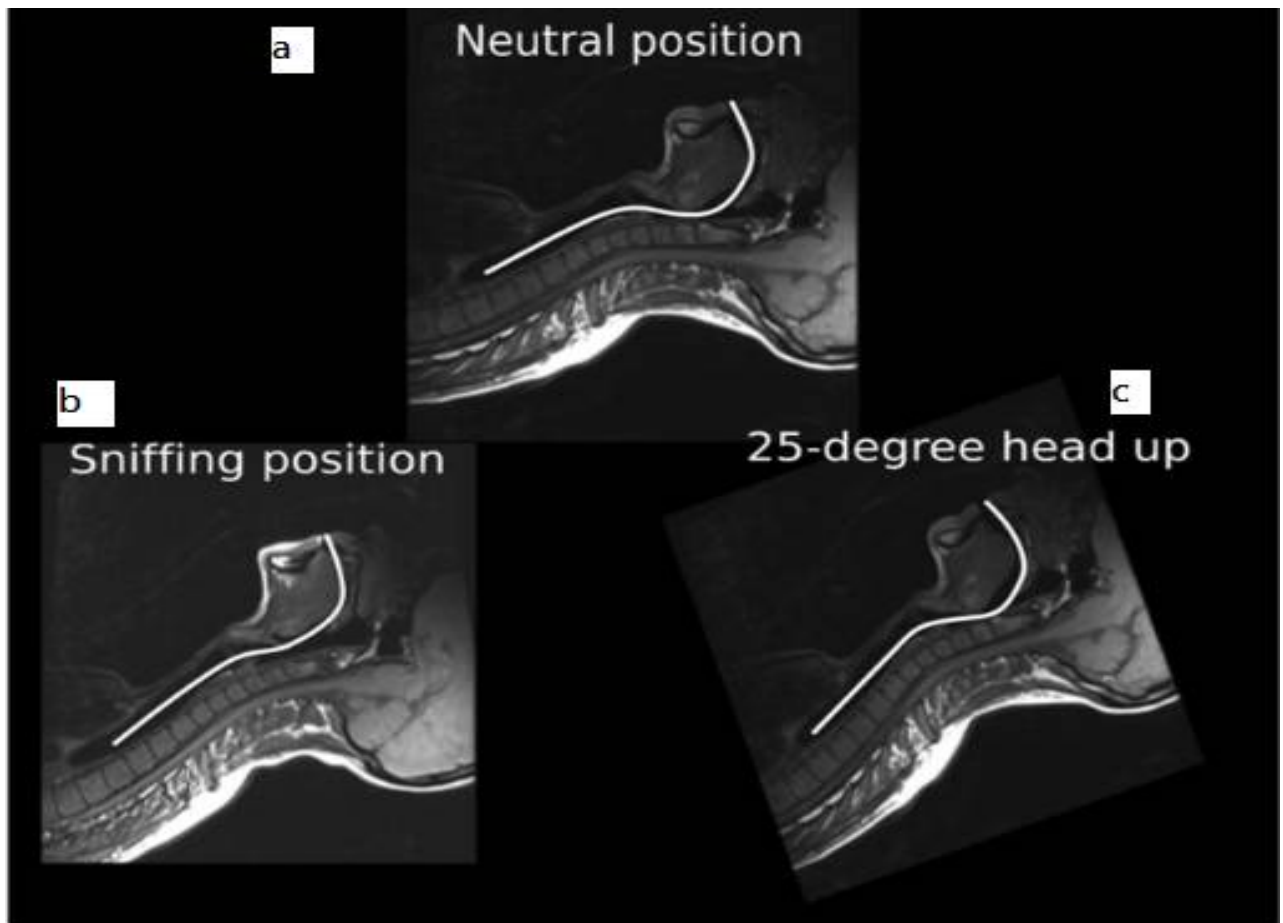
Images IRM : coupes sagittales médianes montrant la configuration des voies respiratoires dans différentes positions de la tête et du cou (99)
